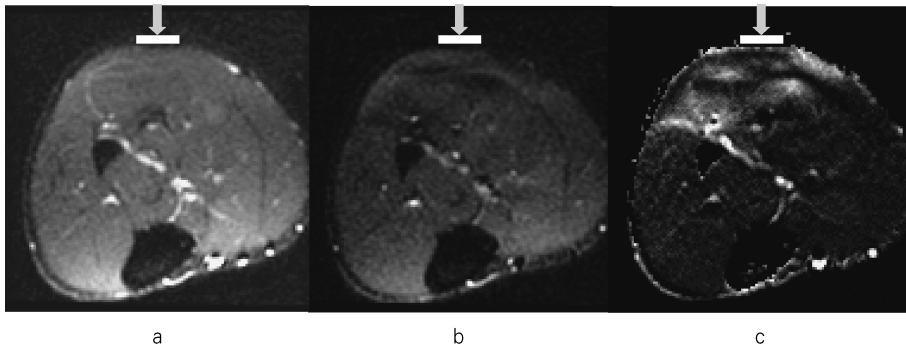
The DWIs and ADC image imaged during muscle deformation of the lower leg. The direction of MPG was horizontal (x). (a) DWI with $b=0$. (b) DWI with $b=91 \text{ s/mm}^2$. (c) ADC image calculated from five DWIs with $b=0, 3, 10, 40, 91, 161 \text{ s/mm}^2$.
